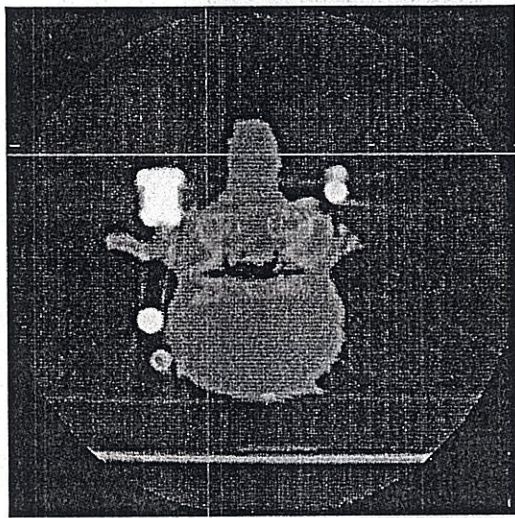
実験モデルの CT スライス画像 3
